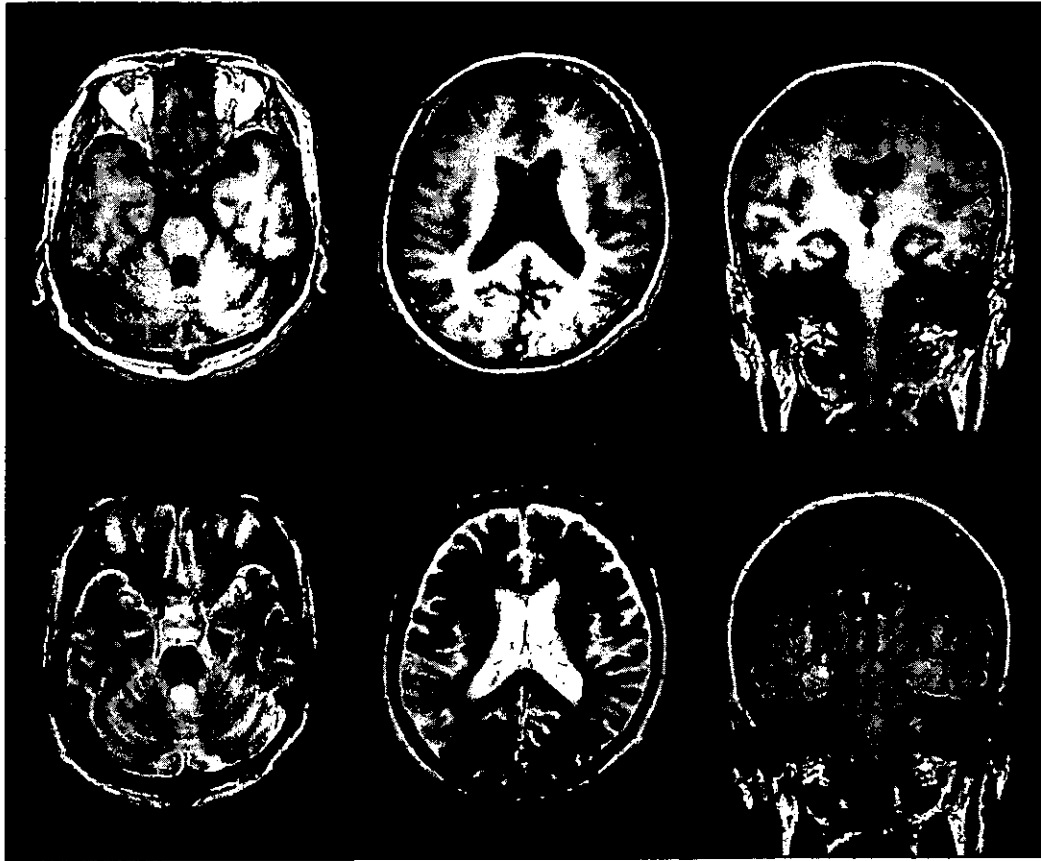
緩徐進行例のMRI。上段左からT1強調横断像(橋のレベル)、T1強調横断像(側脳室体部のレベル)、T1強調冠状断像(基底核レベル)、下段左からT2強調横断像(橋のレベル)、T2強調横断像(側脳室体部のレベル)、FLAIR冠状断像(基底核レベル)。初期の脊髄小脳変性症と鑑別が難しい。
